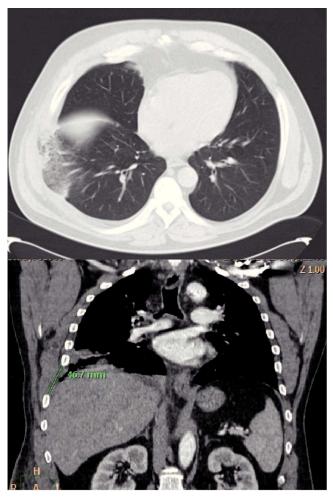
Imagen de TAC coronal y horizontal.
